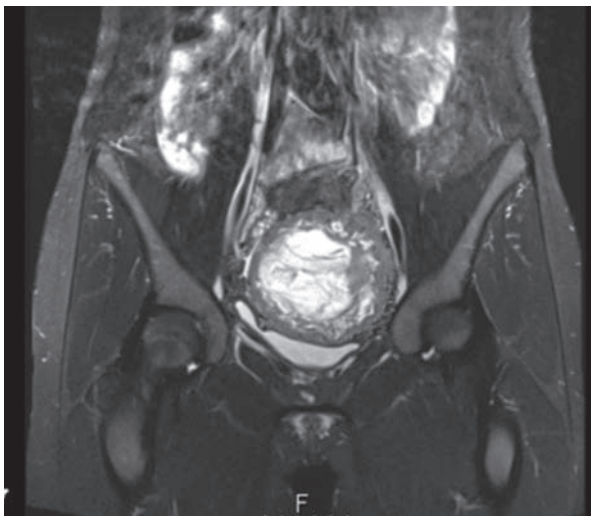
Präoperatives MRI
